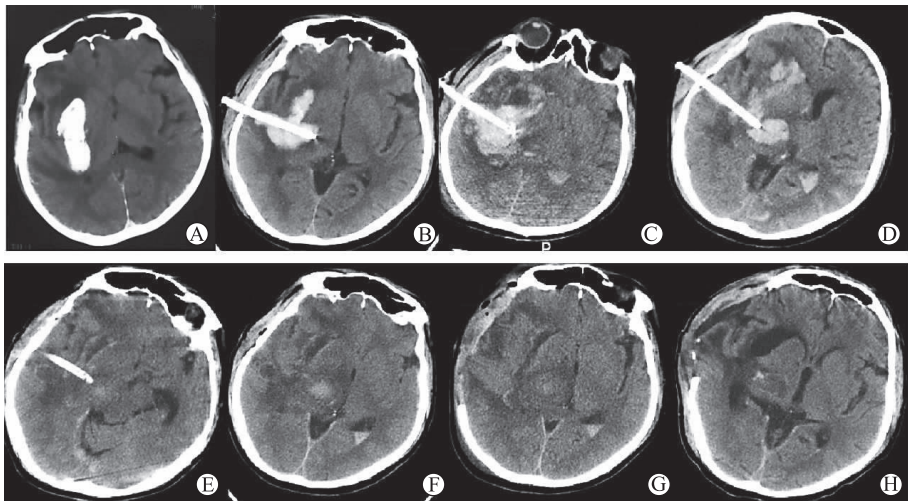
钻孔引流术后再出血及水肿等并发症较多 A 为术前 CT 提示血肿位于右侧基底节;B 为钻孔引流术后血肿清除尚理想;C 为钻孔引流术后第 3 d 再次出血;D 为继续引流 4 d 后水肿较重;E 为钻孔引流术后第 18 d 血肿消失,但水肿依旧明显;F 为拔管后 1 d CT 显示水肿明显,中线结构移位;G 为拔管后 2 d,患者意识恶化,行开颅手术去除骨瓣;H 为开颅术后 18 d 水肿基本消失,中线结构回移
